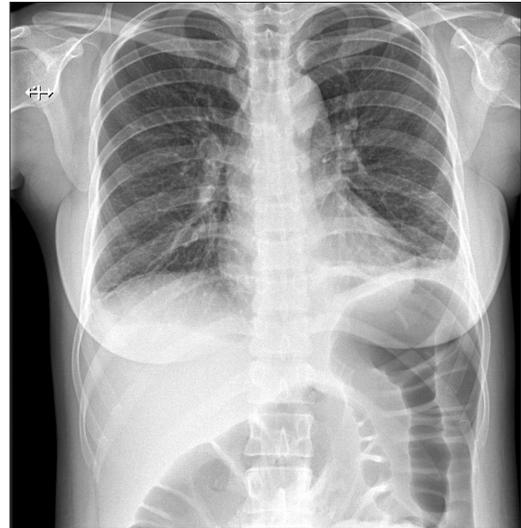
Chest X-ray. It reveals bilateral pleural effusion.
